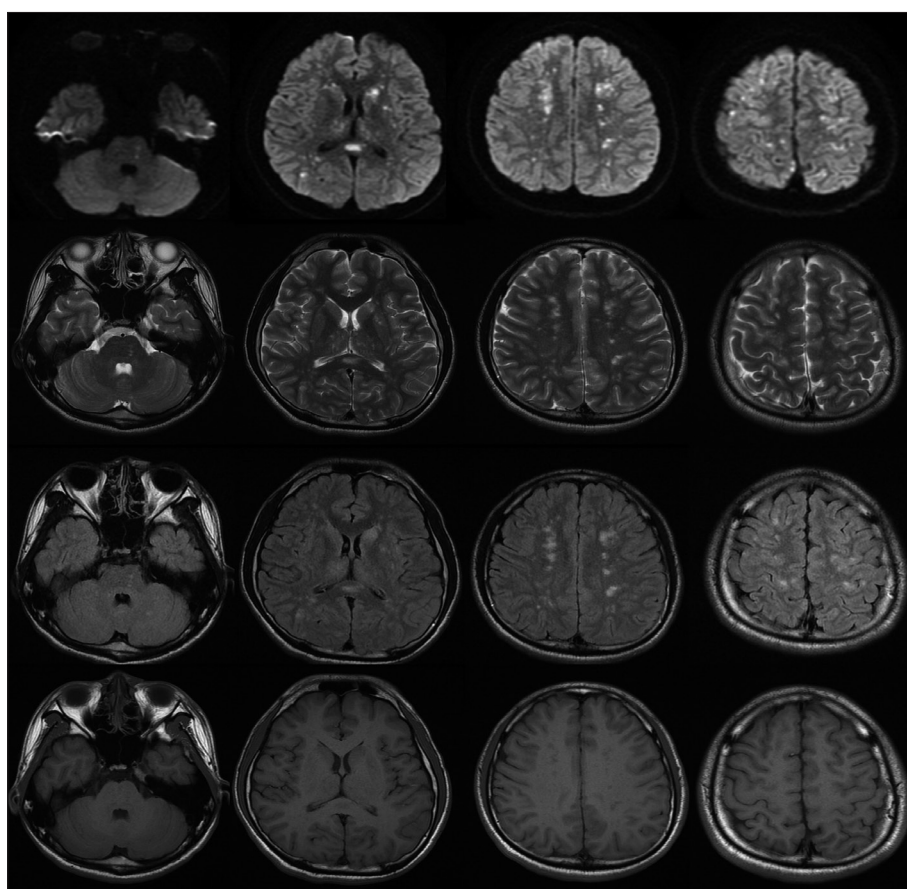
Magnetic resonance images at the postoperative 3rd day. Multiple high signal abnormalities in the pons, the splenium of the corpus callosum, the periventricular deep white matter, and the cerebral cortex on the diffusion-weighted images (top row), T2-weighted images (second row), and fluid attenuated inversion recovery images (third row). The abnormalities were not definitely visualized on the T1-weighted images (bottom row).
